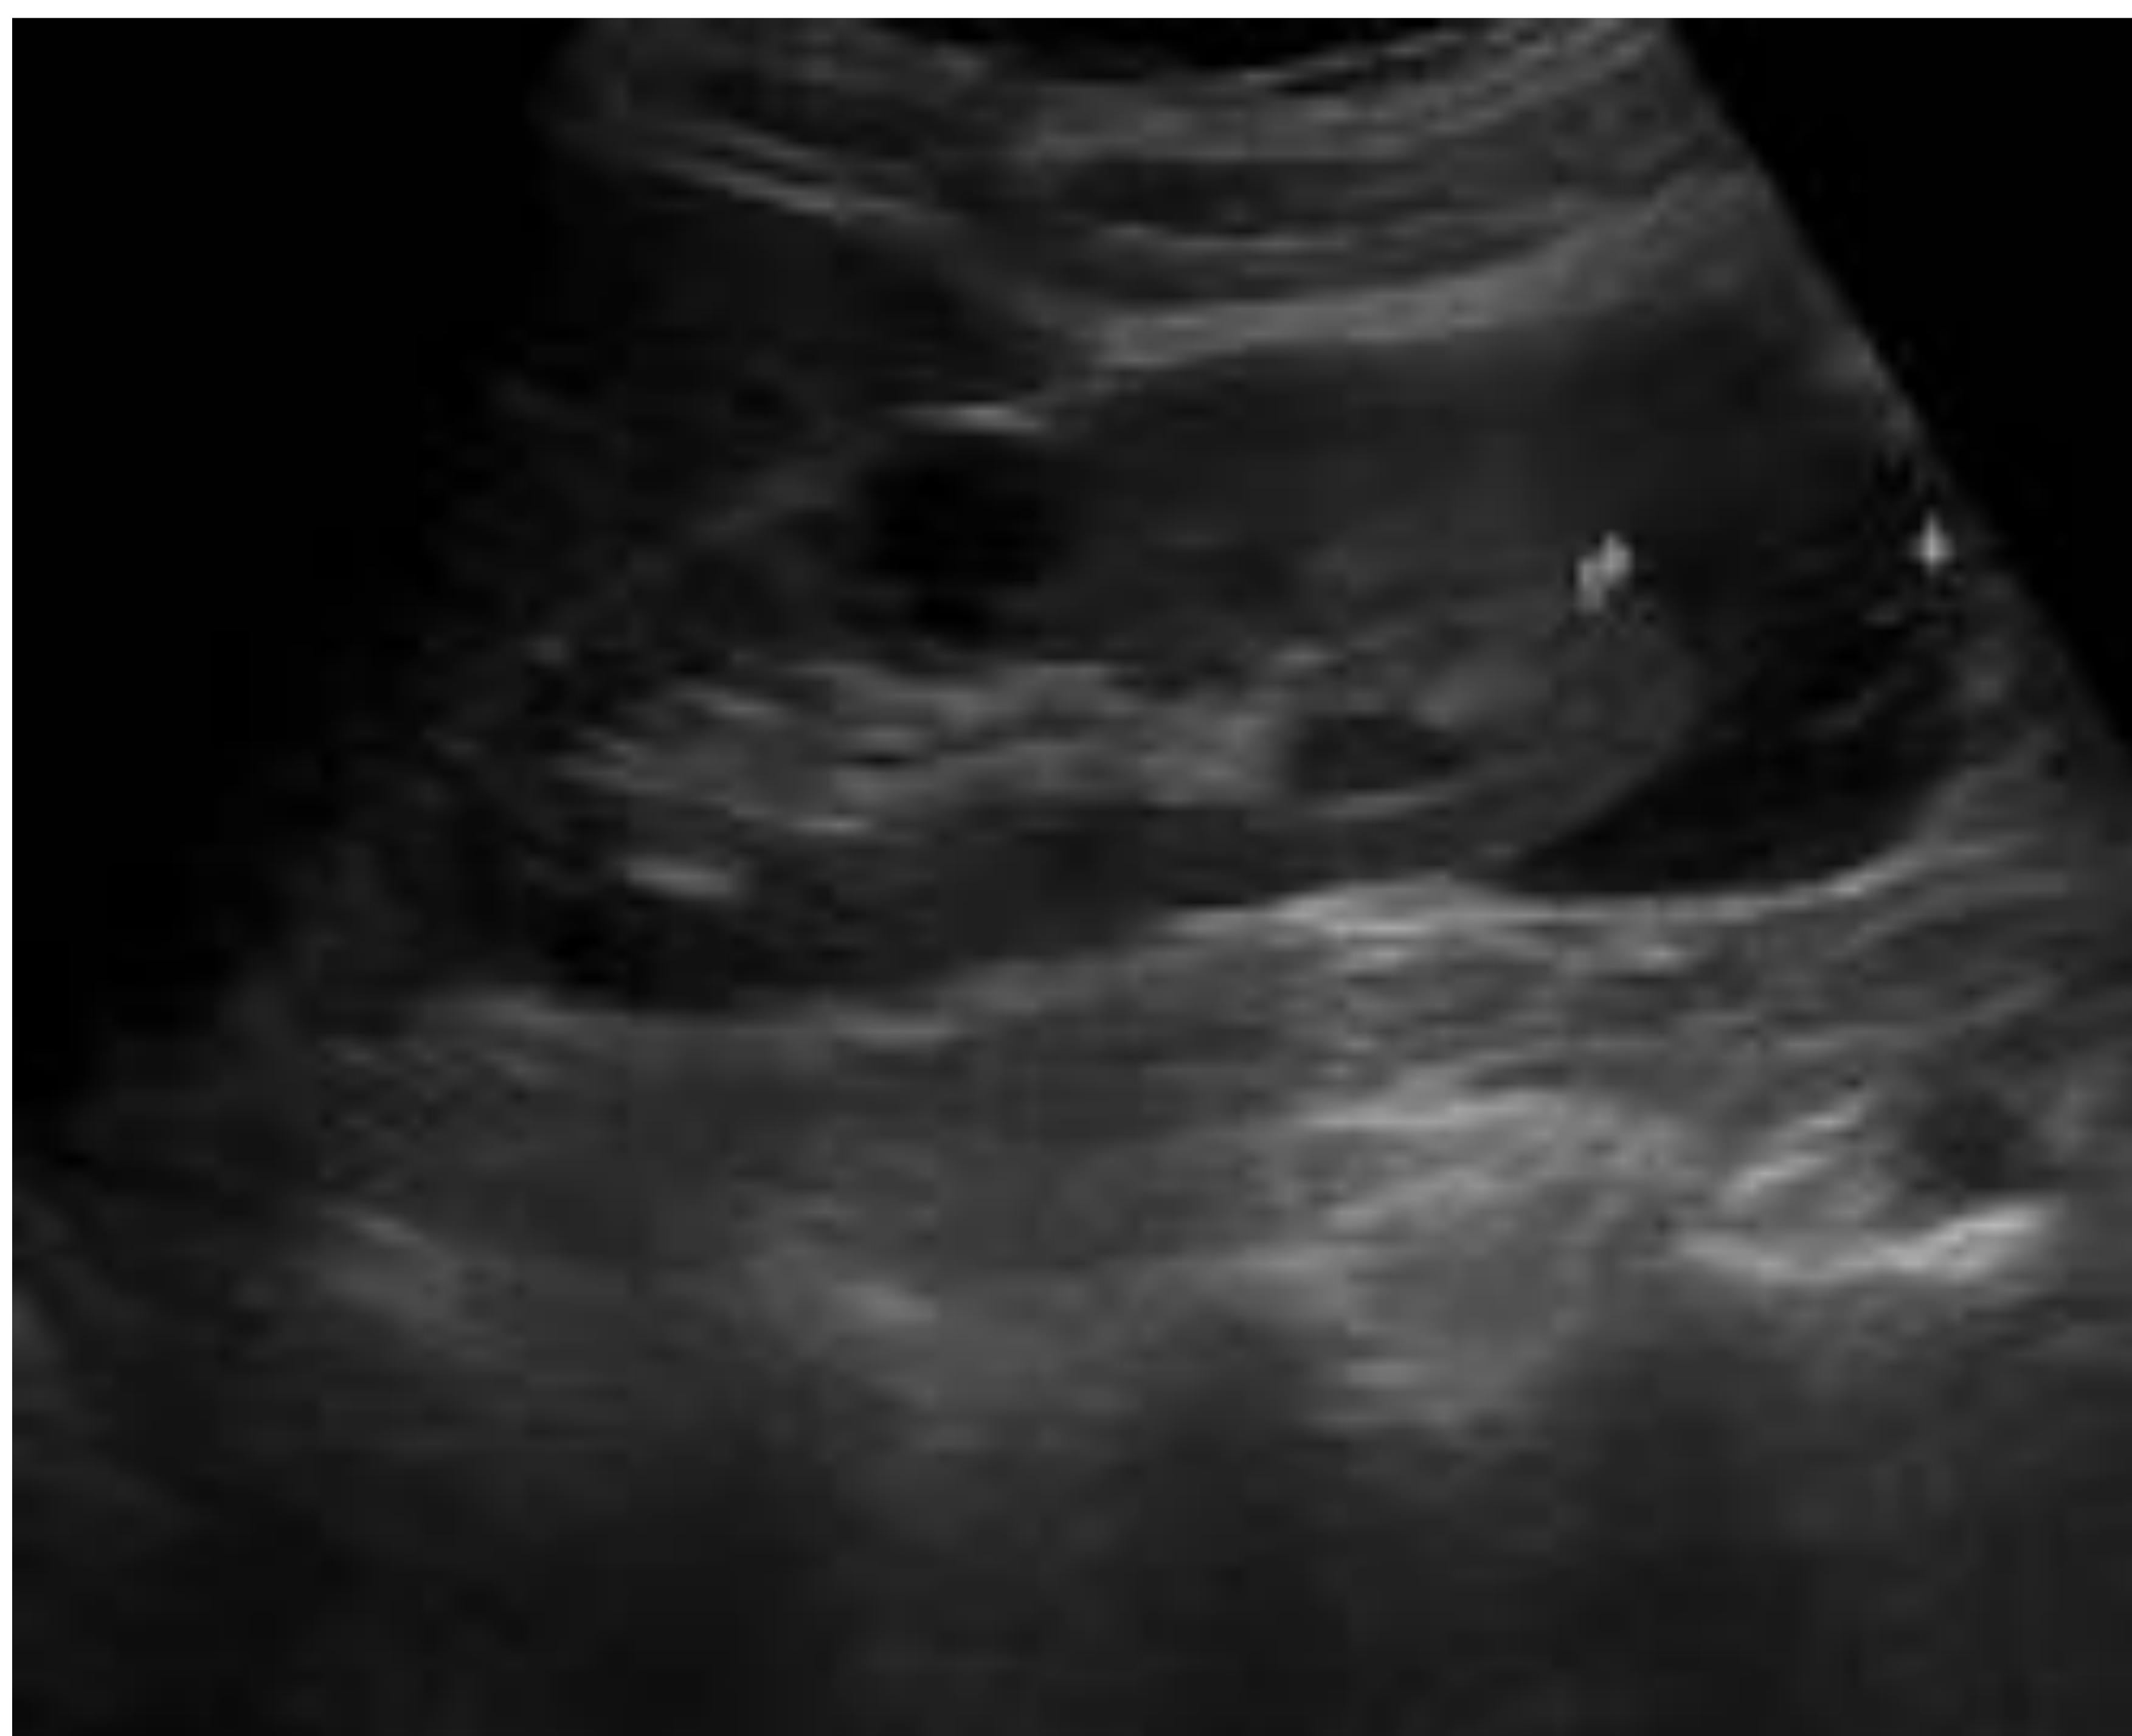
Paciente de 75 años con antecedente de nefrectomía renal izquierda por carcinoma de células claras. En ecografía de control se observa una lesión nodular hipoecoica de 1,5 cm de espesor máximo, de localización subcapsular al polo inferior del riñón derecho. Biopsia;LNH de tipo células B.
